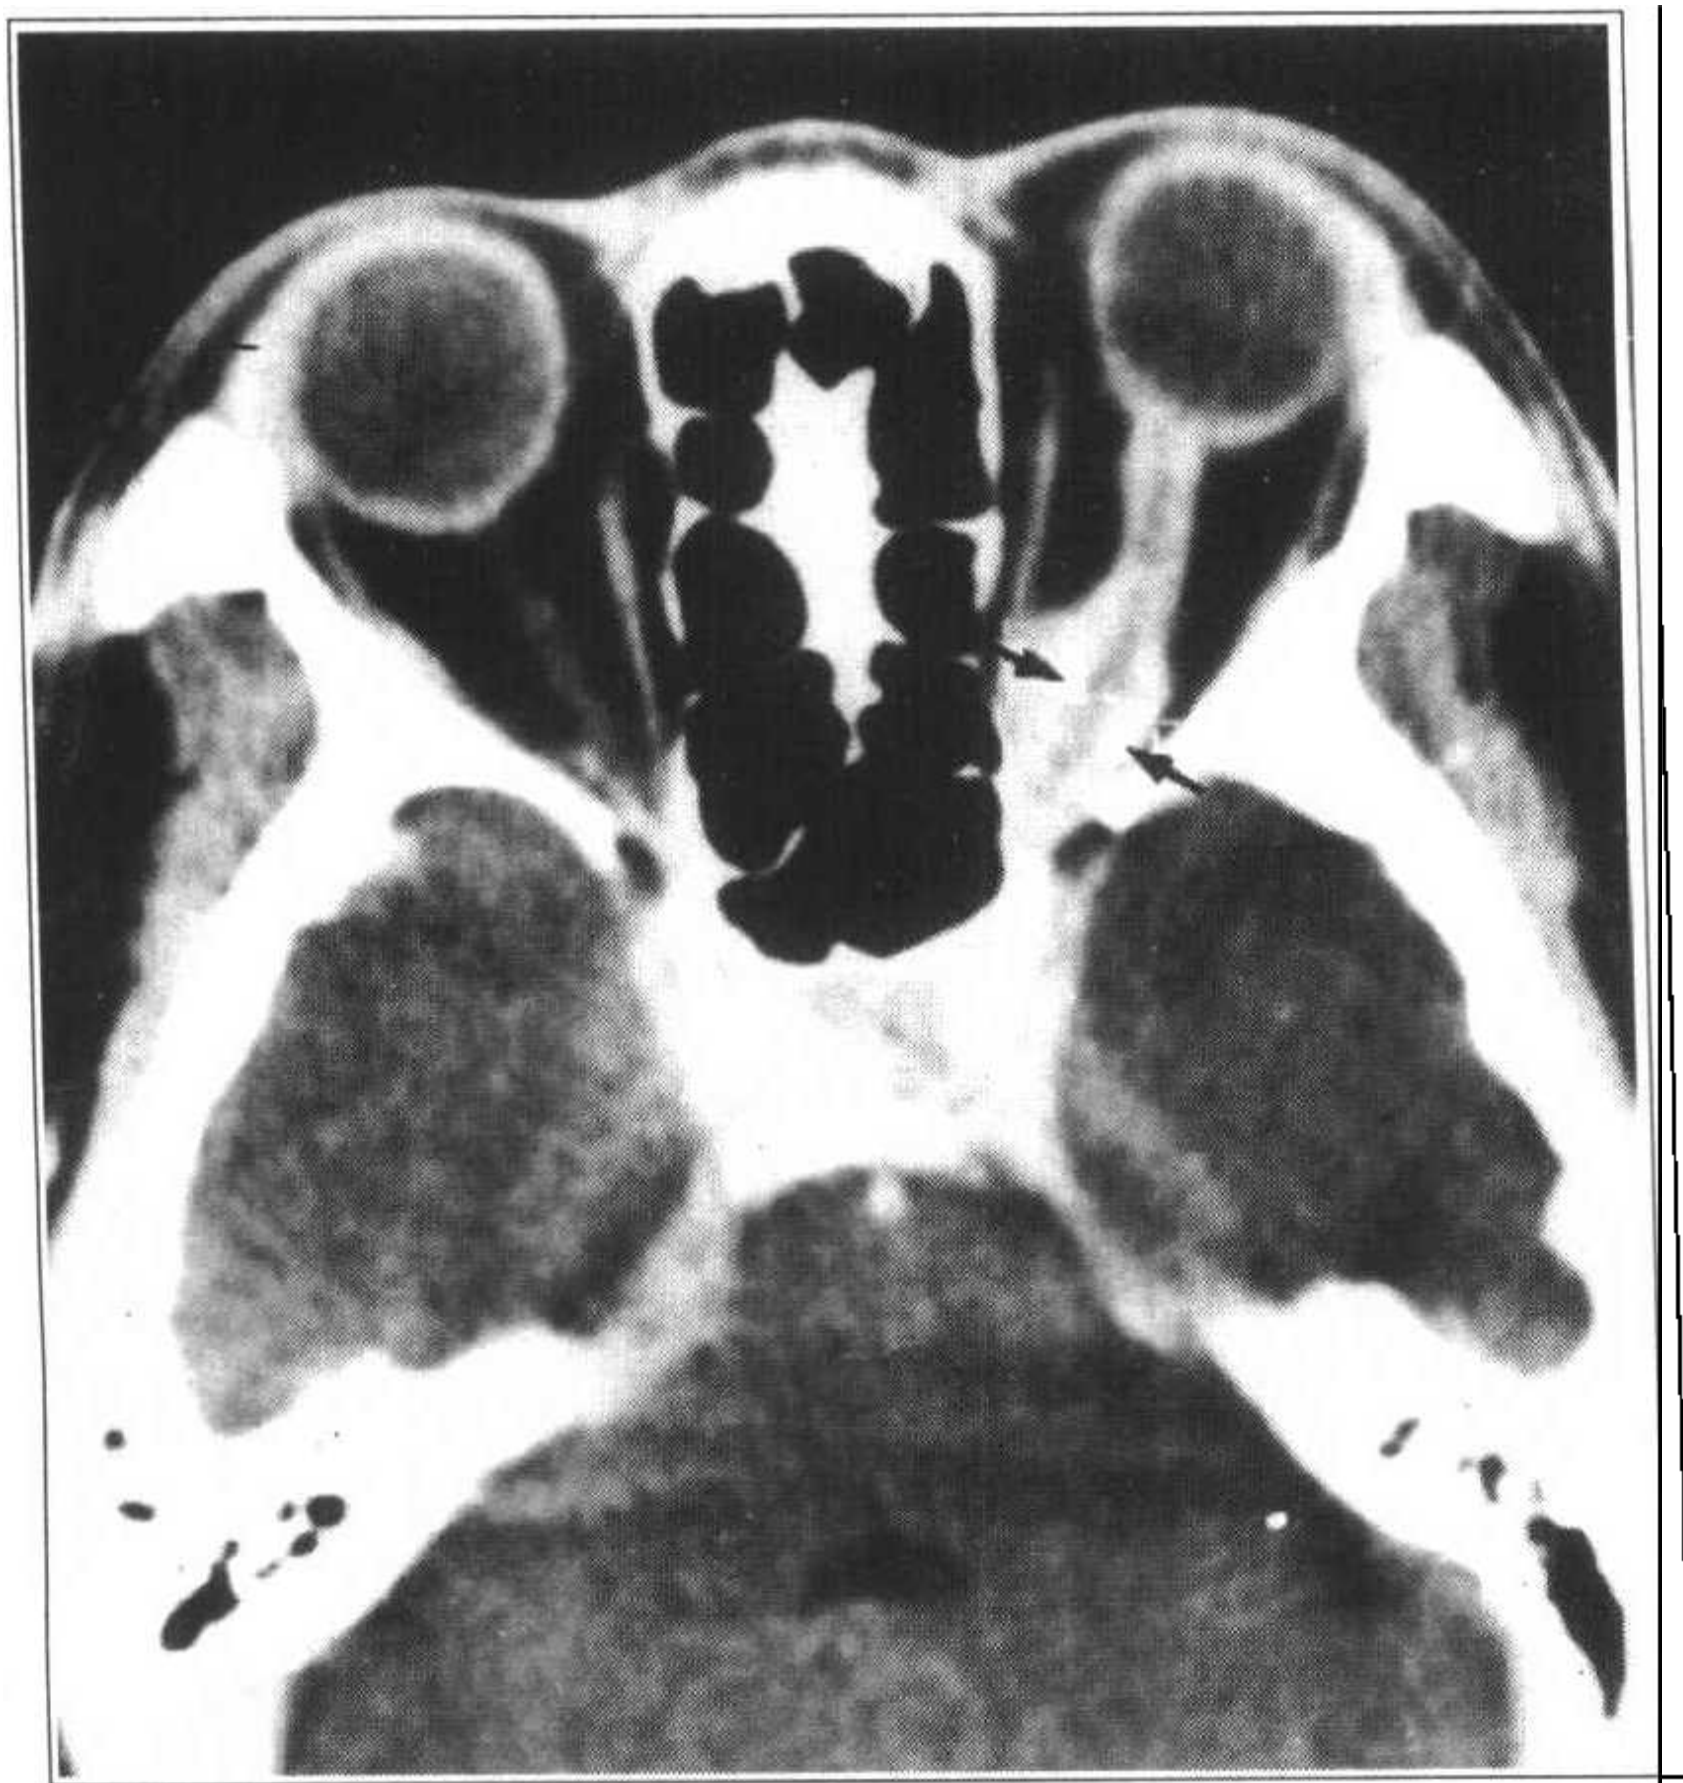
左视神经脑膜瘤，轴位 CT 增强，显示沿视神经两旁增强的“双轨征”
